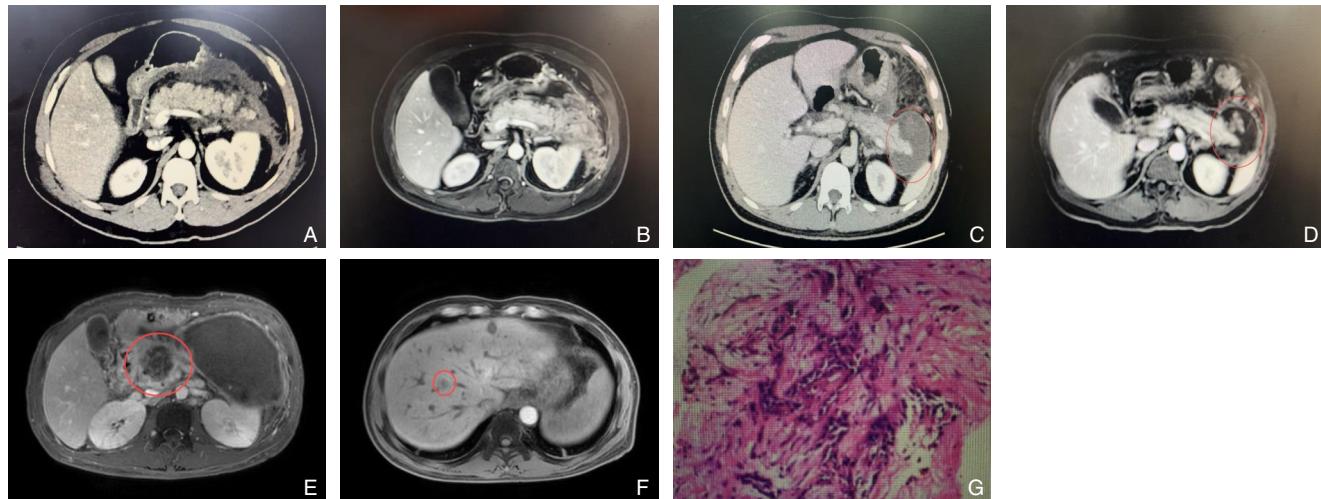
病例3相关检查 A: CT示胰腺炎并胰周、胃周、左侧肾前及双侧结肠旁沟多发渗出，累及胃大弯侧；B: MRI示胰周间隙见多发T1WI高信号、T2WI高信号影，增强扫描可见边缘强化；C: CT示胰尾部新见一性灶，大小约64 mm×52 mm，增强边缘强化；D: MRI是胰尾周围新增团片状T2WI混杂高信号影，大小约59 mm×64 mm、其内夹杂片絮状T2WI混杂低信号影；E: 胰头轮廓不清，局部见一不规则团片状囊实性肿块，周边呈等T1稍长T2信号灶，中央部分呈长T1长T2信号，病灶边界不清，较大截面大小约48 mm×46 mm×47 mm；F: 肝内散在结节状稍长T1等-稍长T2信号灶，增强扫描边缘强化明显，较大者位于右肝前叶上段、大小约17 mm×14 mm；G: 穿刺送检胰腺组织，其中可见部分破碎的上皮样细胞团，细胞有非典型性，灶性在纤维间质间生长，结合临床考虑有癌变(HE×100)
